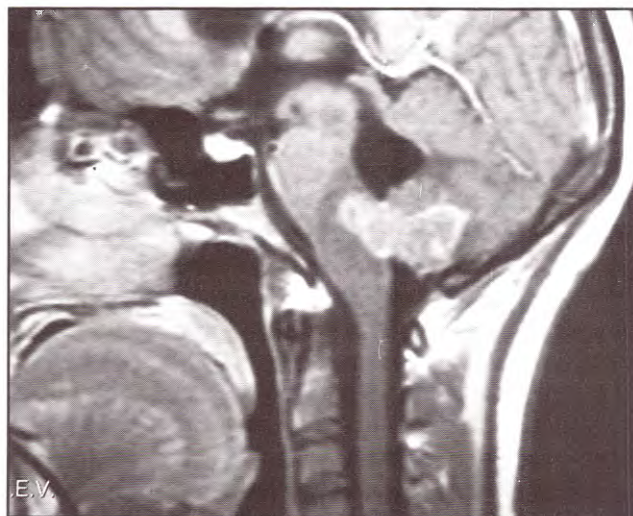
IRM de cerebro. Imagen hiperintensa en bulbo
